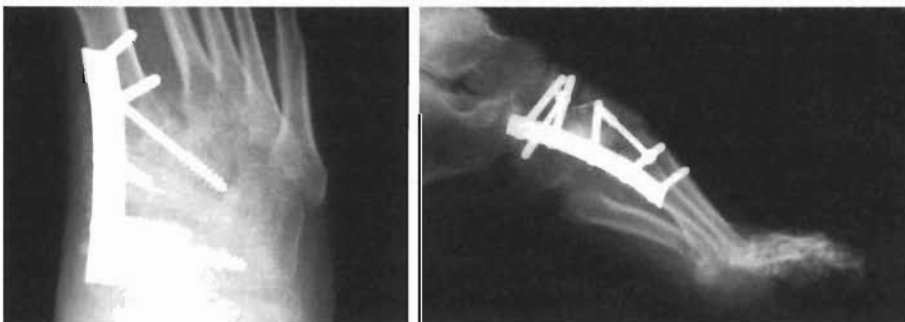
A. Radiografía anteroposterior tras una artrodesis de Lisfranc de columna interna mediante una placa plantar medial y un injerto de interposición (para restaurar su longitud). La deformidad en adducción del antepié mejoró notablemente. B. Radiografía lateral postoperatoria que muestra la colocación plantar y medial de una placa de tercio de tubo a lo largo del lado de tensión de la artrodesis. La deformidad en flexión plantar del primer metatarsiano mejoró notablemente.
